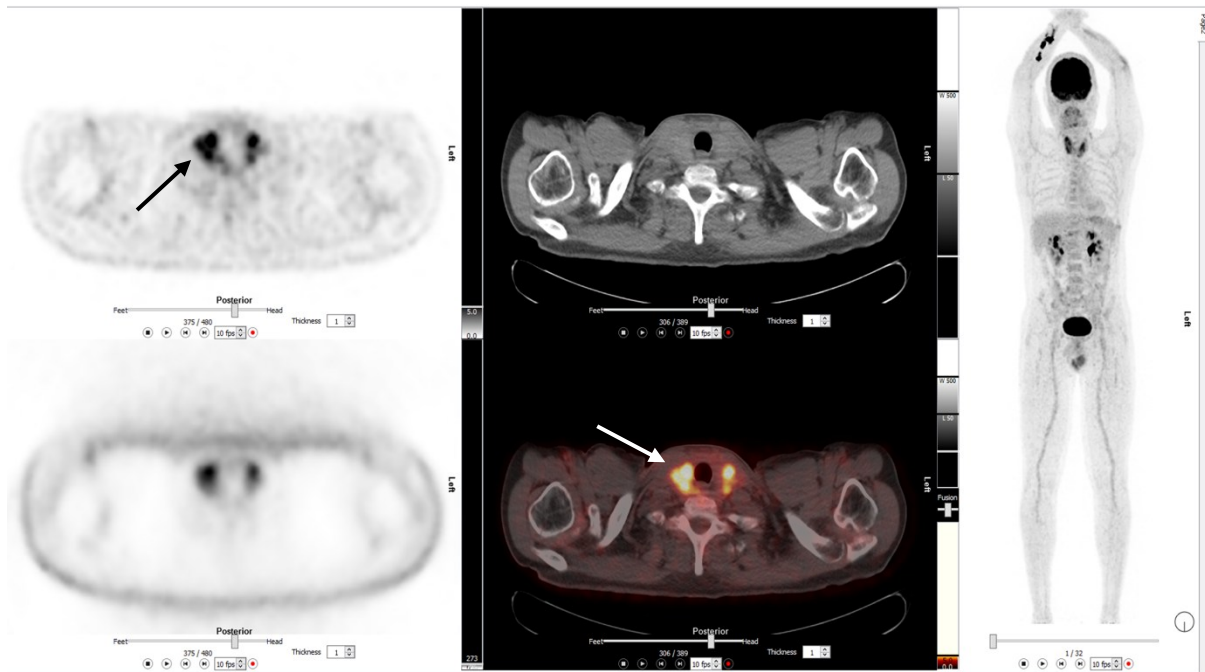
Ein 60-jähriger Mann mit Fieber und Nackenschmerzen. FDG-PET-CT (A: PET, oben mit Schwächungskorrektur; B: CT oben, Fusionsbild unten; C: MIP) zeigt diffuse, inhomogene FDG-Anreicherung in beiden Schilddrüsenlappen, rechts betont (Pfeile). Diagnose: Thyreoiditis de Quervain.
